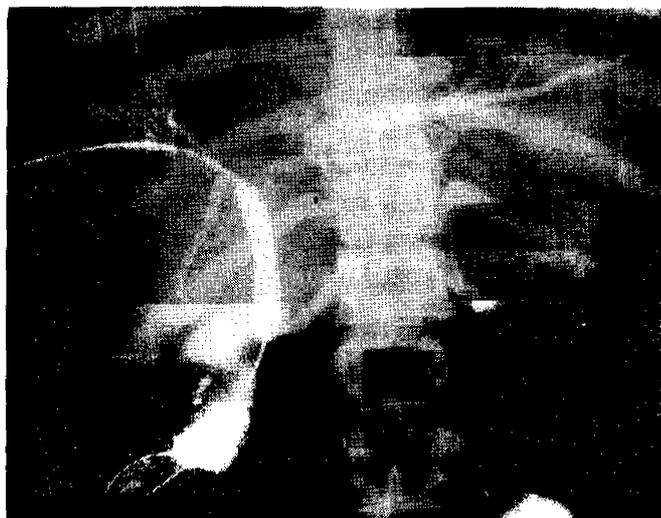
Рентгенограмма больной С. Баллонная дилатация стриктуры билио-дигестивного анастомоза.
